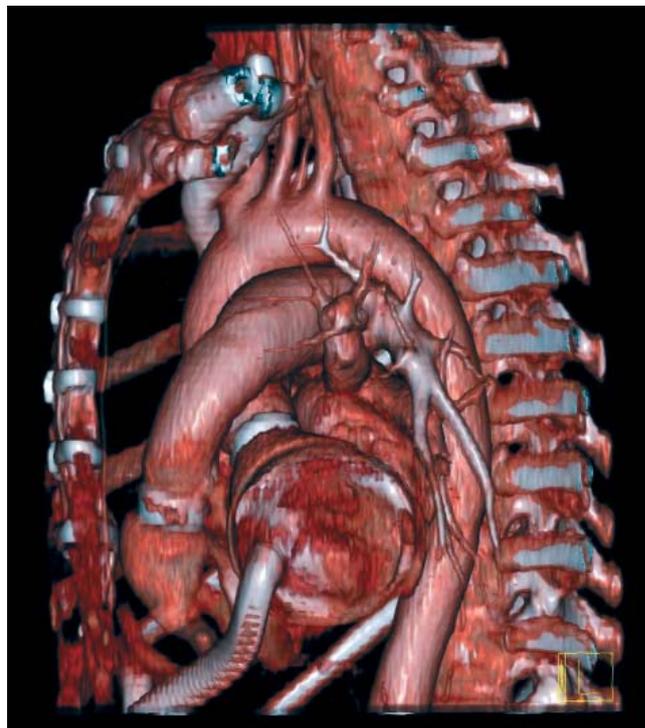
Данные мультиспиральной КТ органов средостения через 6 мес после имплантации системы CardioWest
